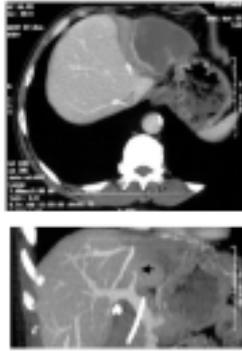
Dynamic CT(肝外側区壊死、門脈左枝閉塞)
